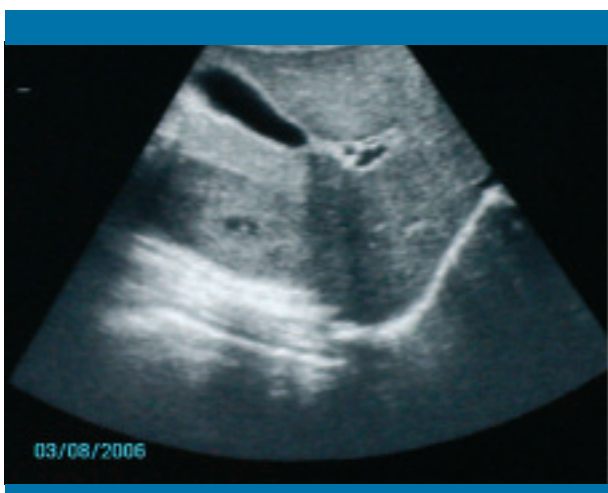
Ecografía abdominal. Distensión de la vesícula biliar sin presencia de cálculos ni signos inflamatorios
